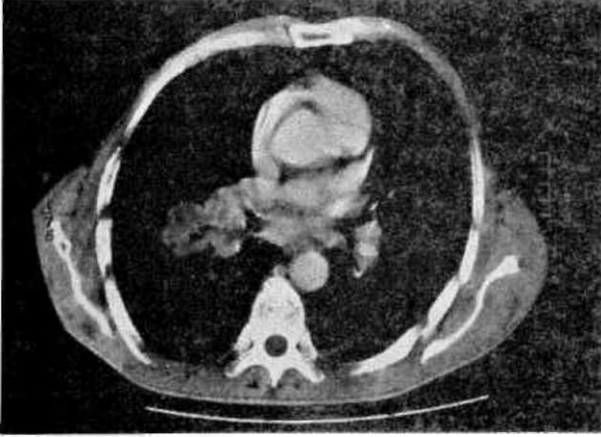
Küçük hücreli akciğer kanserinde ileri mediastinal infiltrasyon ile birlikte sağ parasternal göğüs duvarı invazyonu dikkati çekmektedir.
